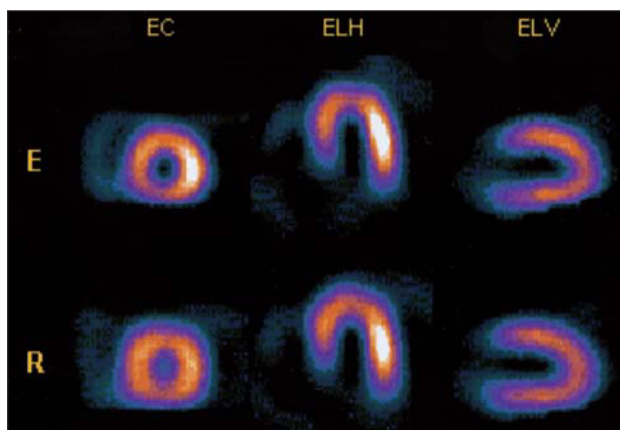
SPECT miocárdico de perfusión correspondiente al paciente de la figura 1 en el que no se observan defectos de perfusión ni en esfuerzo (E) ni en reposo (R). EC: eje corto; ELH: eje largo horizontal; ELV: eje largo vertical.
